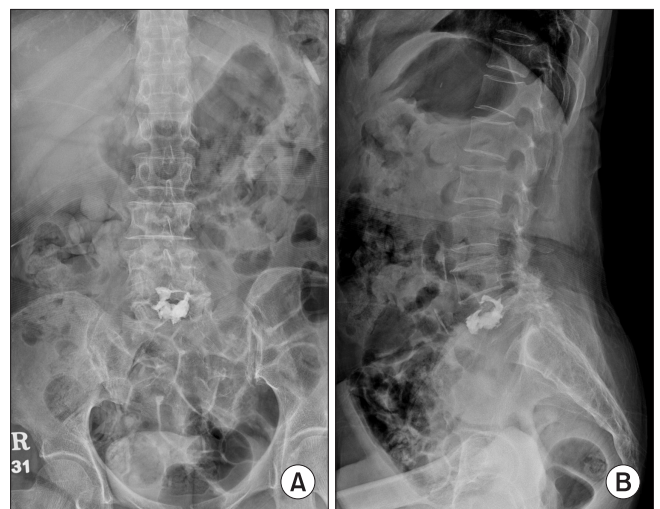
Lumbar spine anteroposterior (A), lateral (B) radiographs showed cement within V5 vertebral body with cement leakage to L4-L5 disc space.
